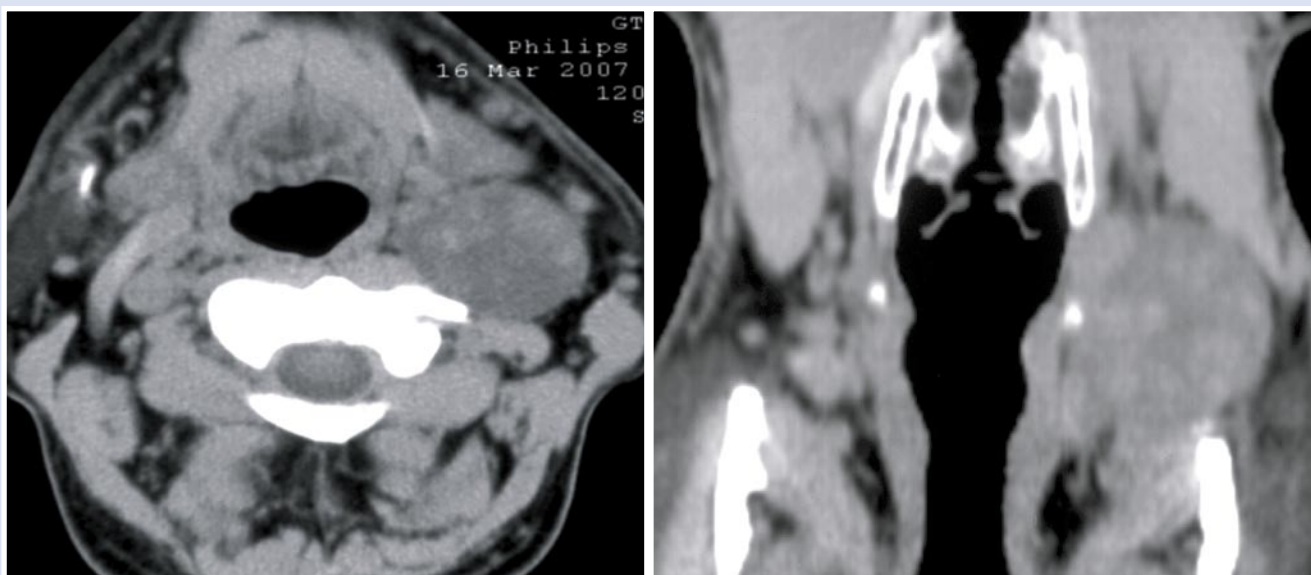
Компьютерная томография мягких тканей шеи
